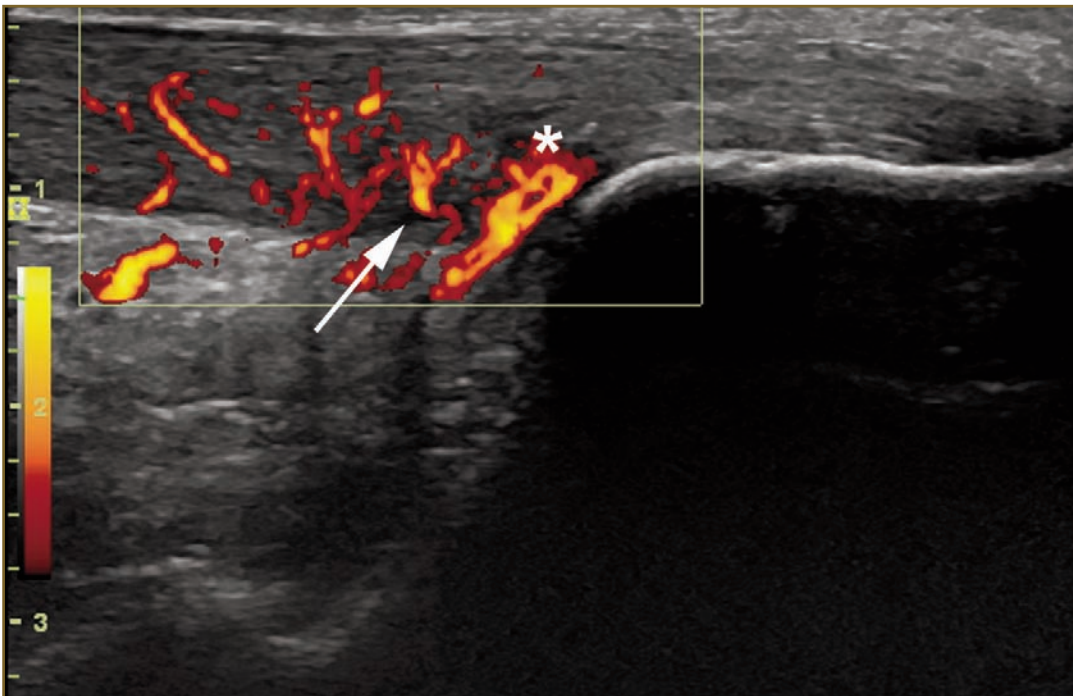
Imagen ecográfica de alta definición con Doppler Color de un tendón de Aquiles. Sección longitudinal mostrando intensa respuesta Hipervascular (*) con zona de lesión hipoeoicas negras (flecha). Se aprecia a su vez un importante engrosamiento del tendón.
